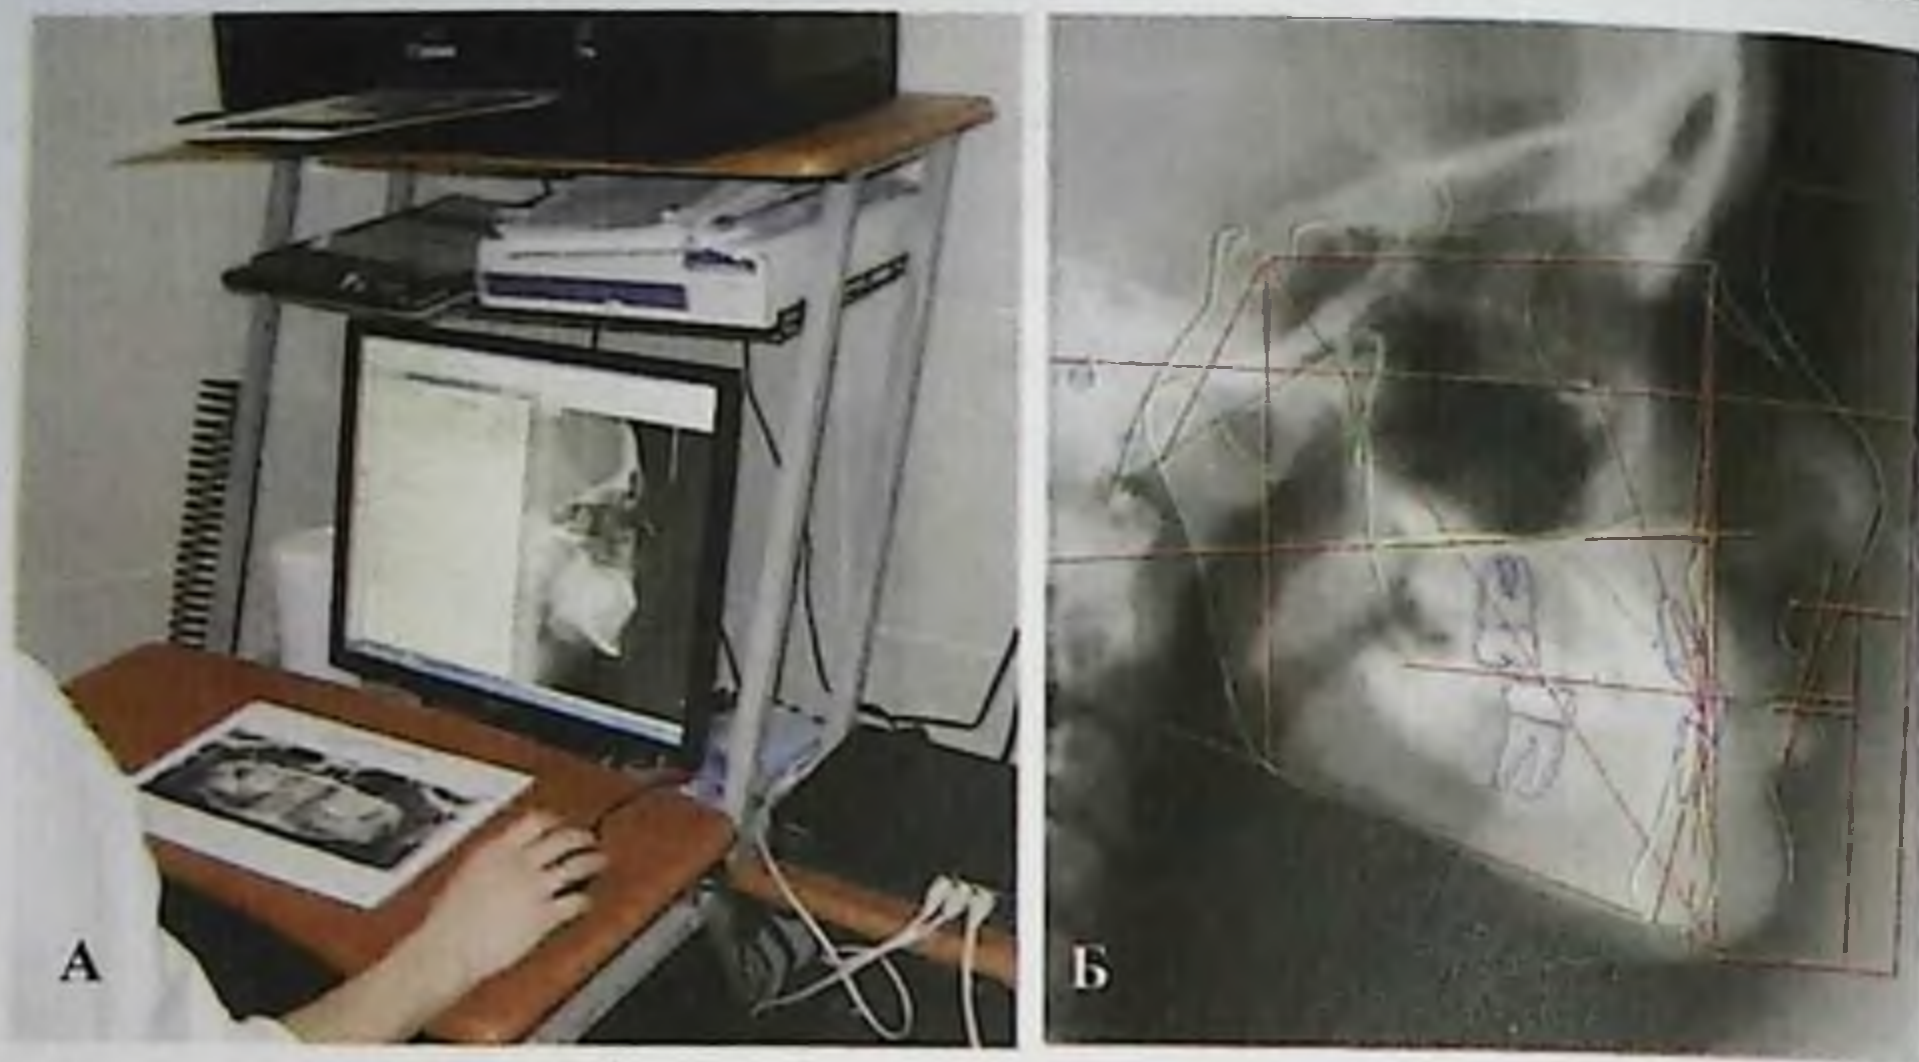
Работа в программе Dolphin imaging (США) - А: анализ телерентгенограммы головы в боковой проекции - Б
